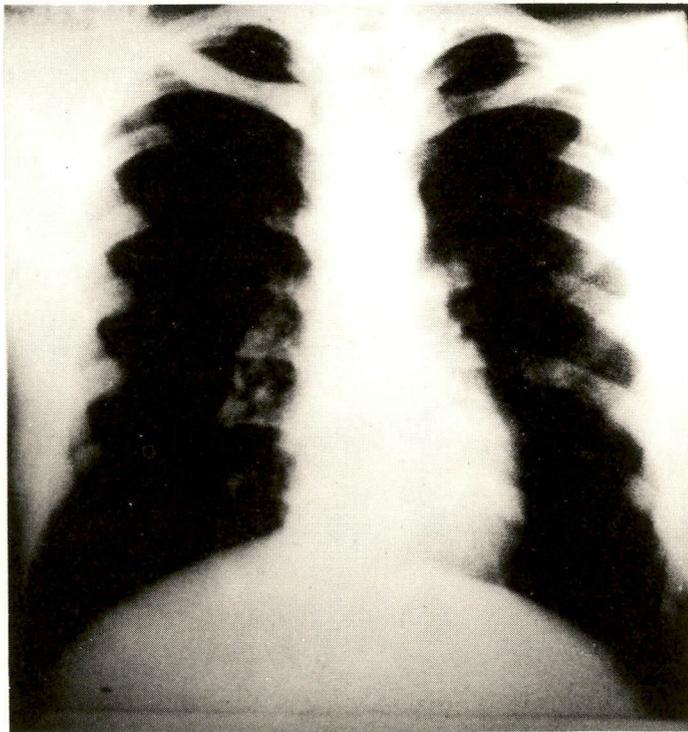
Telerradiografia do Tórax. Ausência de metástase pulmonar.
